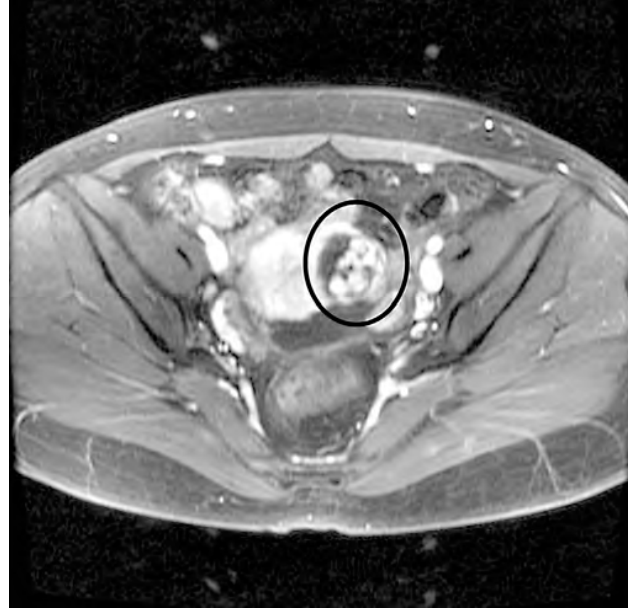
術後14日目のMRI画像 dynamic study
